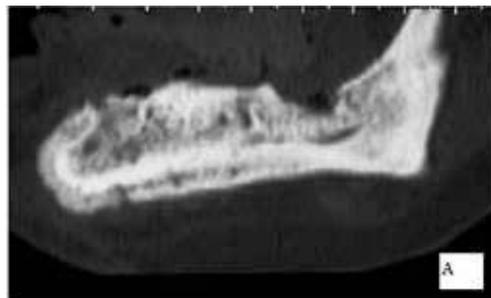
A, B e C - Tomografia computadorizada realizada cerca de um ano após a primeira intervenção, evidenciando alvéolos sem sinais de reparo, apesar das tentativas de osteoplastia, além de área da biópsia sem reparo.
